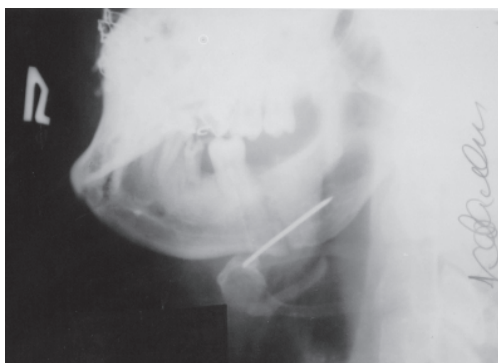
Левая боковая рентгенограмма нижней челюсти больного К. после остеосинтеза
